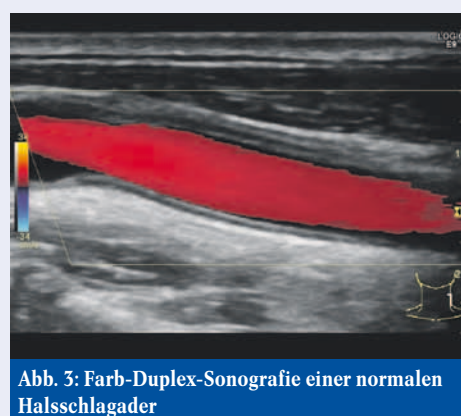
Farb-Duplex-Sonografie einer normalen Halsschlagader
